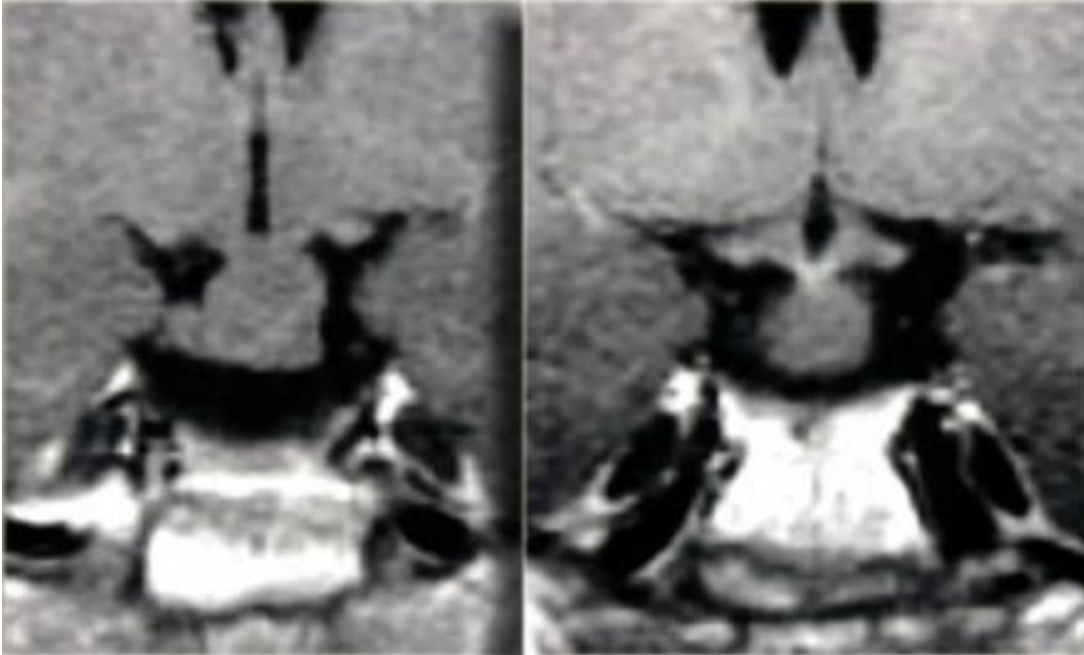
Cista Rathkeove vreće u T1, FLAIR i T2 mjerenom vremenu. Normalno žljezdano tkivo je potisnuto na lijevu stranu. (izvor: KBC Split)
